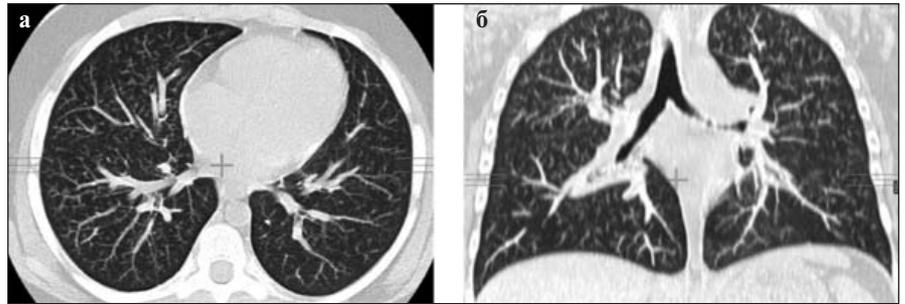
Данные мультиспиральной КТ легких (а, б) пациентка С., 9 лет: ЮРА, полиартрит, позитивный по РФ и АЦЦП, с системными проявлениями (лимфоаденопатия, ревматоидные узелки, поражение легких – бронхолит, ревматоидные узелки в легких). Собственное наблюдение авторов
